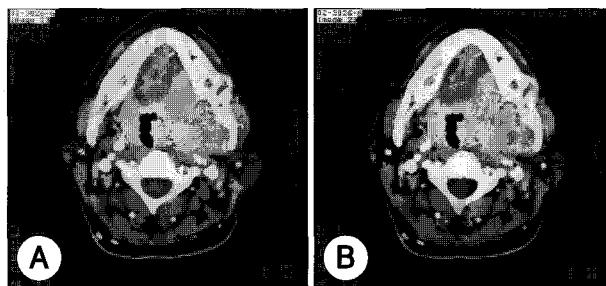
Pre-operative neck CT. Well enhanced parapharynx mass invading the body and angle of mandible and extending outer surface of mandible was shown.
